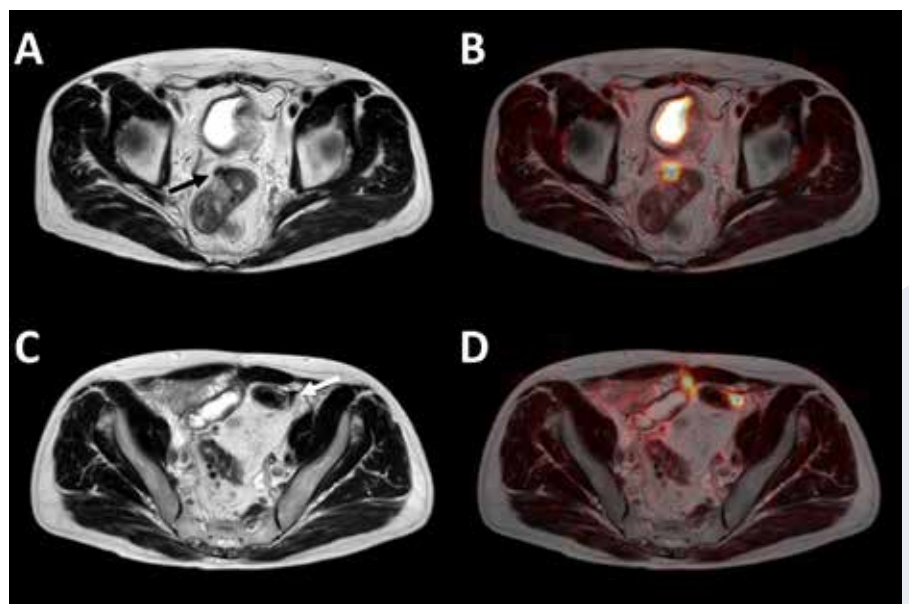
Axial T2-weighted MRI images (A,C) and PET-MRI fusion (B,D) images depicting the same lesions as in figure 2.
